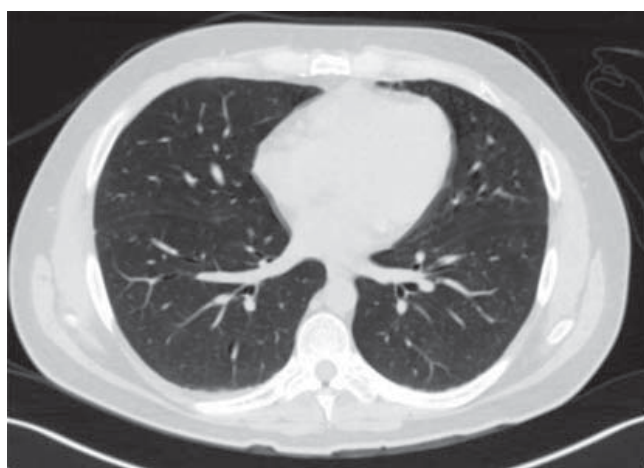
Tomografía simple de tórax, con patrón alveolar central y difuso en lóbulos superiores, lóbulo medio, segmento lingular, segmento superior y segmento medial del lóbulo inferior de ambos pulmones sugiestivo de neumonitis.
